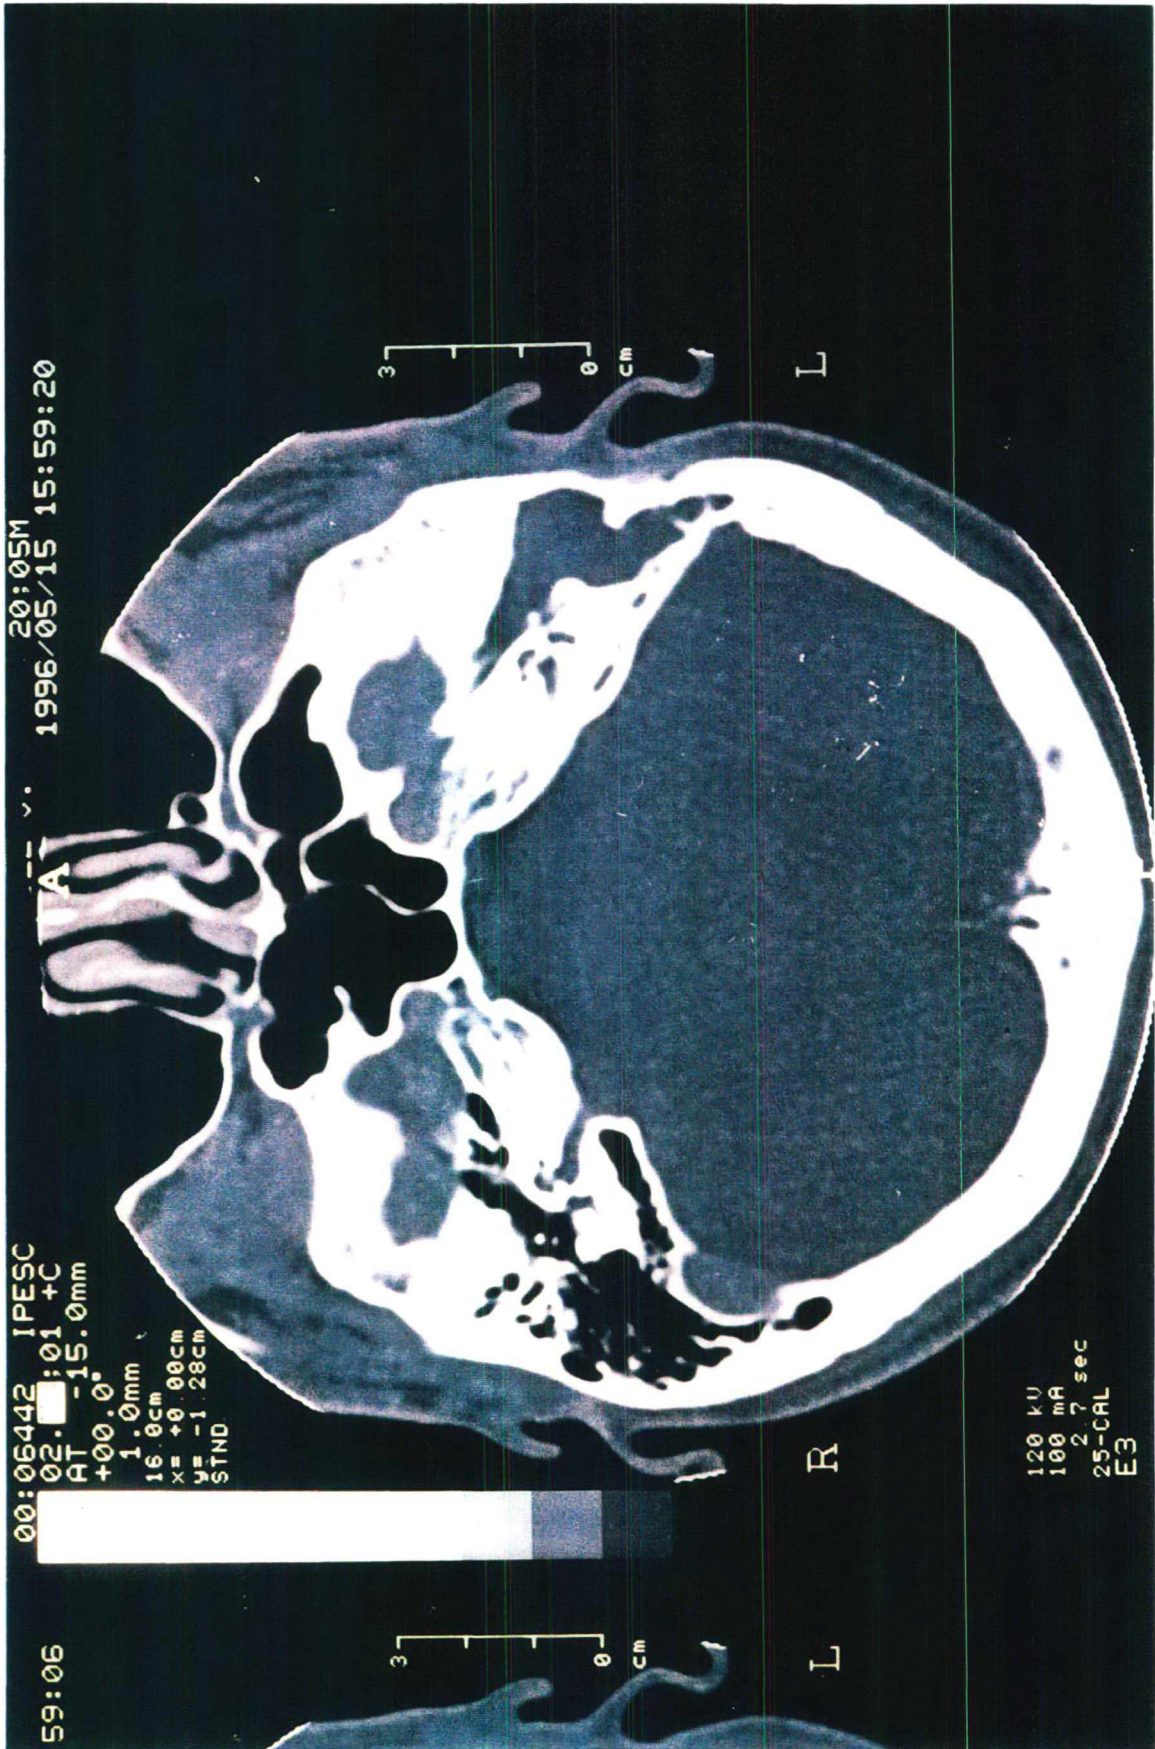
Tomografia computadorizada de crânio em corte axial: ouvido médio e mastoide preenchidos por material de densidade de partes moles, erosão do canal semi-circular lateral, ausência de ossículos.
